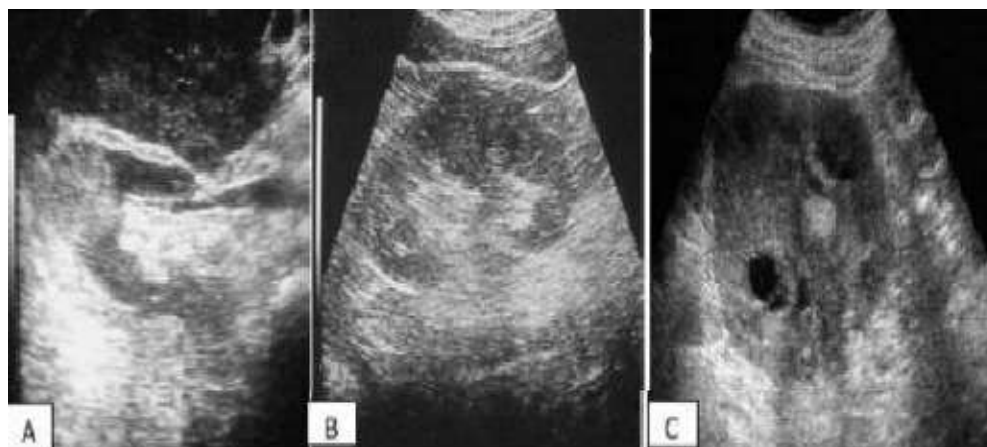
Aspect échographique d'un carcinome rénal
